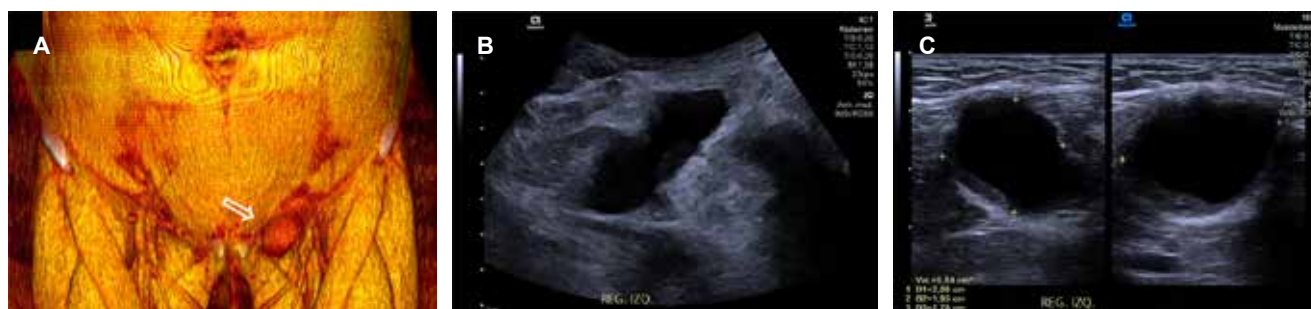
(A) Reconstrucción 3D de tomografía computarizada, que muestra un aumento de volumen en la región inguinal izquierda (flecha hueca). Imágenes de ultrasonido en escala de grises con transductores convexo (B) y lineal (C) de la misma región, donde se observa una imagen hipoeoica de 27 × 20 × 19 mm y un volumen de 5.8 cm³, en el trayecto del ligamento redondo ipsilateral.
